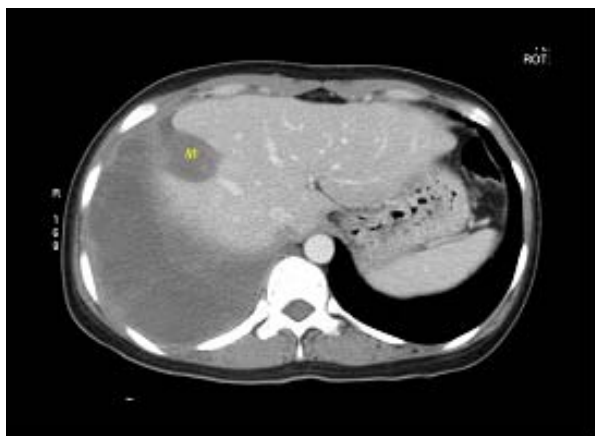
Chest CT scan shows hepatic nodule with hepatic capsular retraction.
